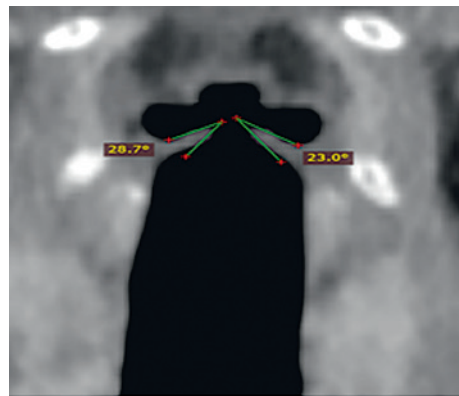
Рентгеновская компьютерная томограмма гортани
